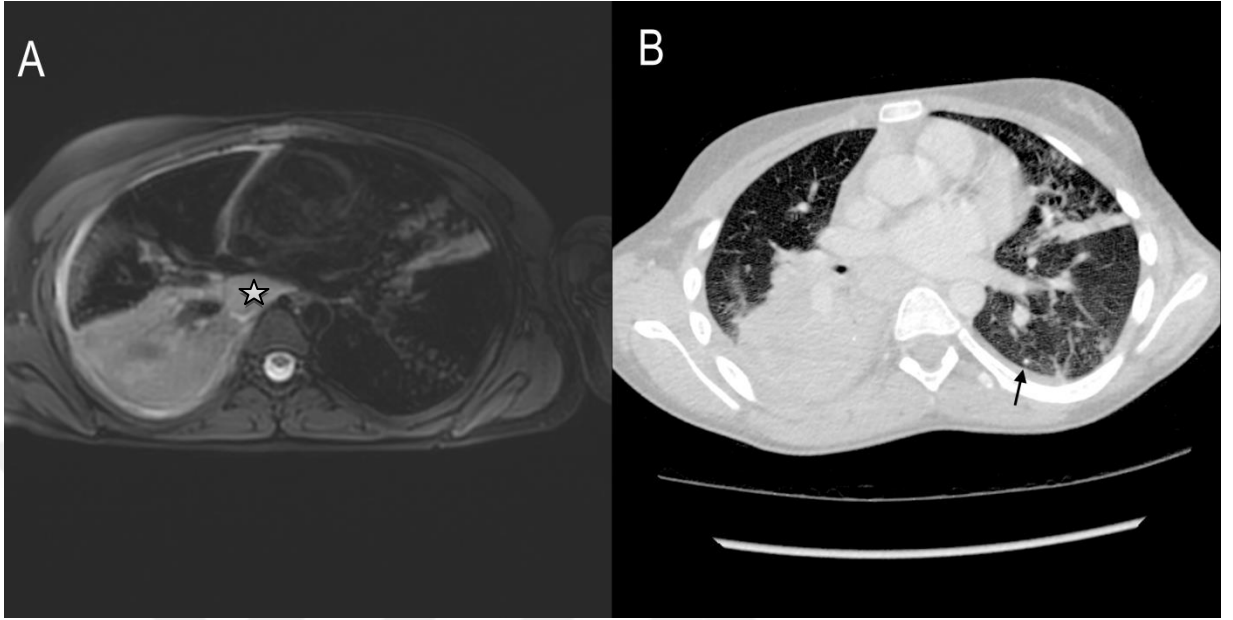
Sol akciğer alt lob pnömonisi ile takip edilen hastanın görüntüleri. A. Aksiyel toraks BT kesitinde, parankim penceresinde sol alt lobda buzlu cam dansitesi ve sol plevral aralıkta plevral mayi izlenmektedir. B.Aksiyel T2 SPIR Multivane XD sekansa bu alanda buzlu cam danitesi seçilememektedir. Plevral mayi ise rahatlıkla değerlendirilebilmekte.
